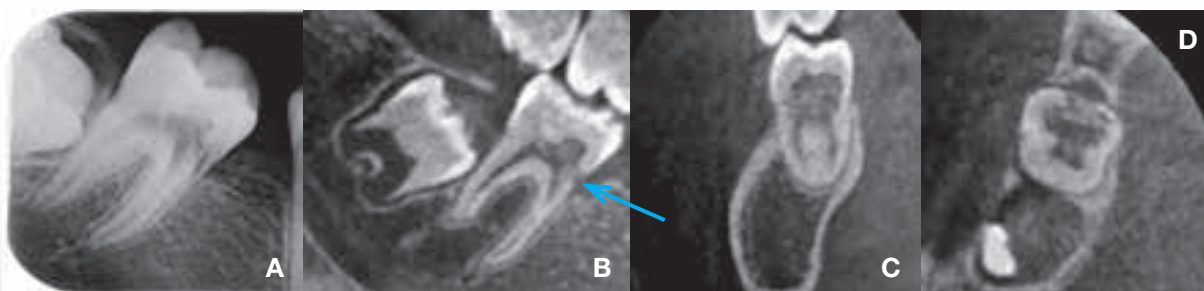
Resorption i kronen af 7-. A. Periapikalt billede. B. CBCT-snit i det sagittale plan viser overfladebrud mesialt (pil). C. Snit i det koronale plan. D. Snit i det aksiale plan.
